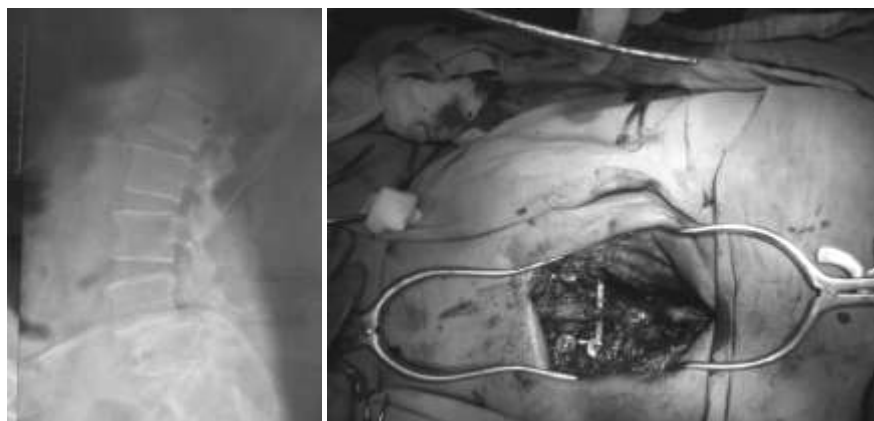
Фотоиллюстрация Больной Б. Спондилолистезом L4 позвонка рентгенография и процесс операции, фиксации позвоночника транспекулярной системой коррекции
